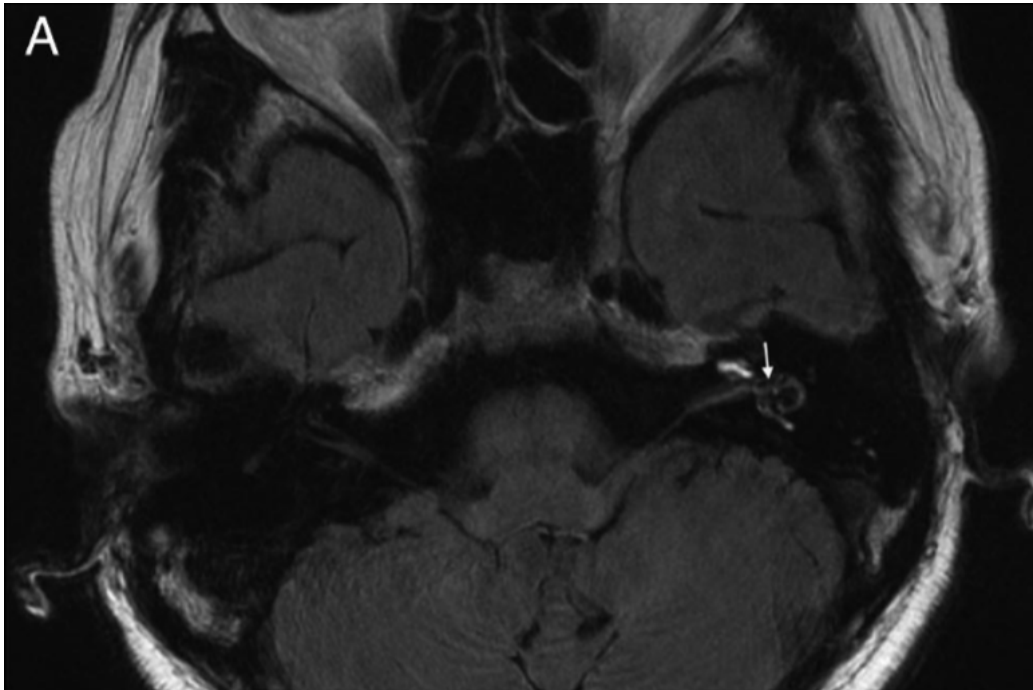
Imagem de RM 3D-FLAIR 1 dia após administração de gadolínio intratimpânico. Gadolínio visível na cóclea, vestíbulo e canais semicirculares, mostrando a perilinfa. Áreas escuras no vestíbulo (seta) representam HE vestibulares [18].
